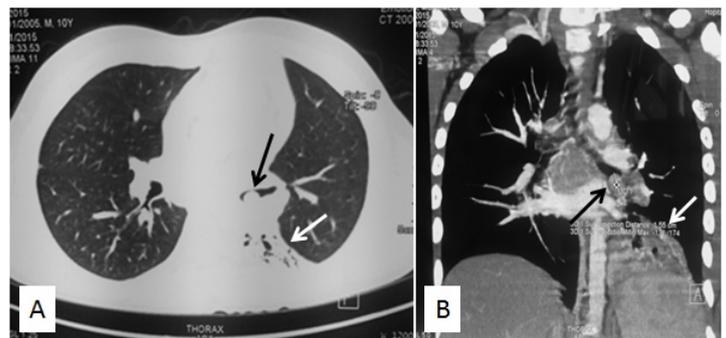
A, B) The chest CT scan revealed a polypoid round intraluminal mass arising from the left lower lobar bronchus (black arrowheads) with subsequent airway collapse of the basal segments (white arrowheads).
